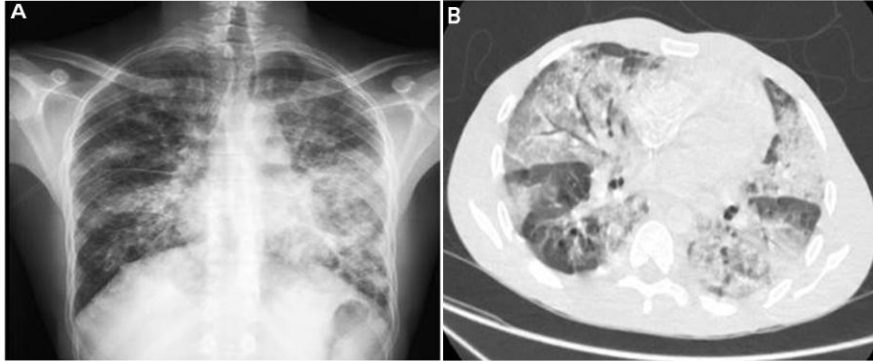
Maladie de Kaposi : A. Radiographie thoracique B. Tomodensitométrie thoracique [146].
